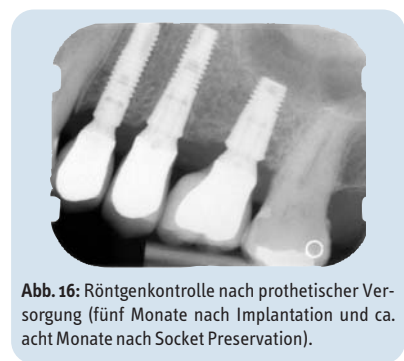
Röntgenkontrolle nach prothetischer Versorgung (fünf Monate nach Implantation und ca. acht Monate nach Socket Preservation).
